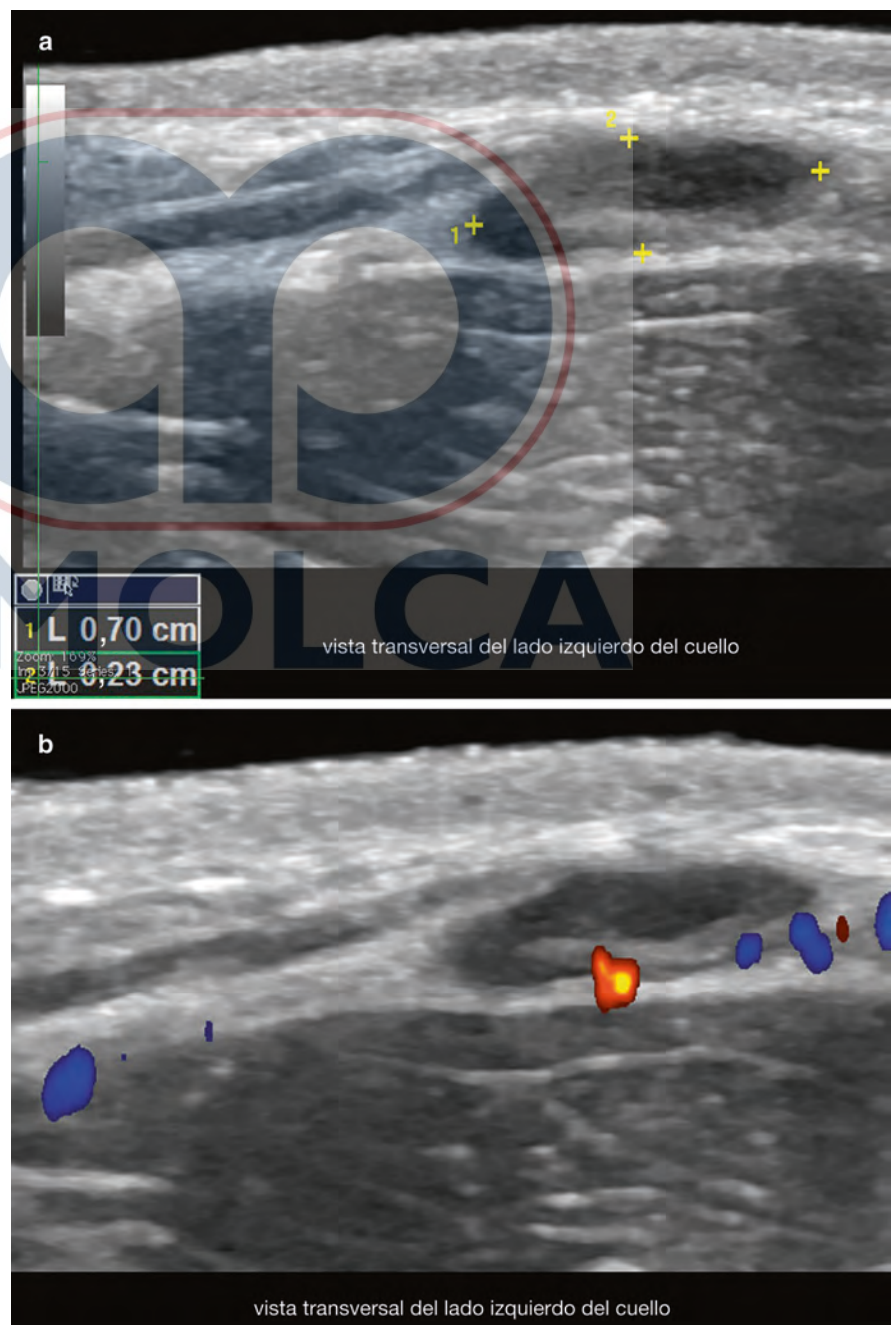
Anatomía ecográfica normal del ganglio linfático (vistas transversales; lado izquierdo del cuello). (a) Escala de grises (entre los marcadores). (b) Doppler a color (vista transversal). Observe el tamaño normal (0,7 cm en el eje transversal), la forma ovalada, la banda hipoeoica de la corteza, y el centro hiperecoico de la médula. En el Doppler a color, el hilio vascular se localiza a nivel del borde profundo.
